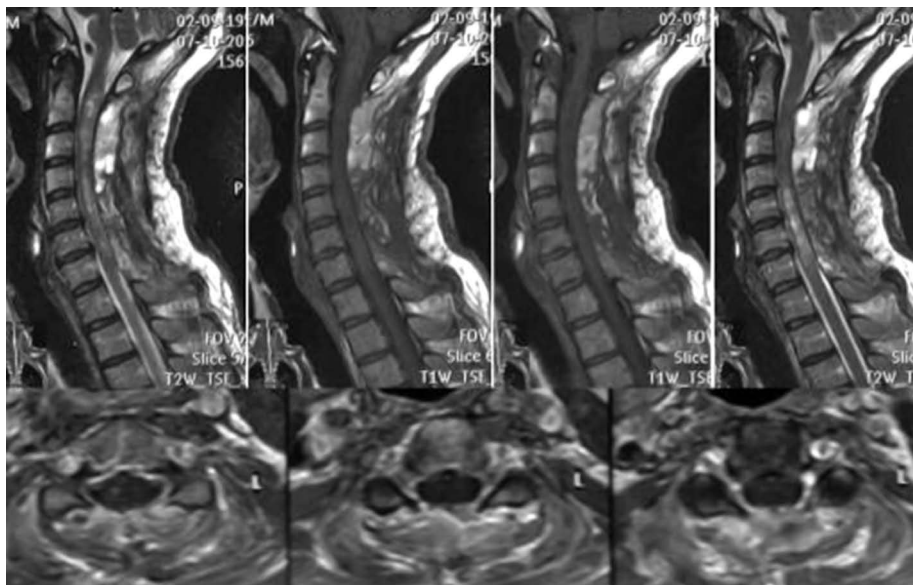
МРТ в T1 и T2 режимах. Шейный отдел позвоночника, сагиттальные срезы. Состояние после удаления двух очагов поражения спинного мозга на уровне C_I-C_{II}, C_{VI}-C_{VII}.
